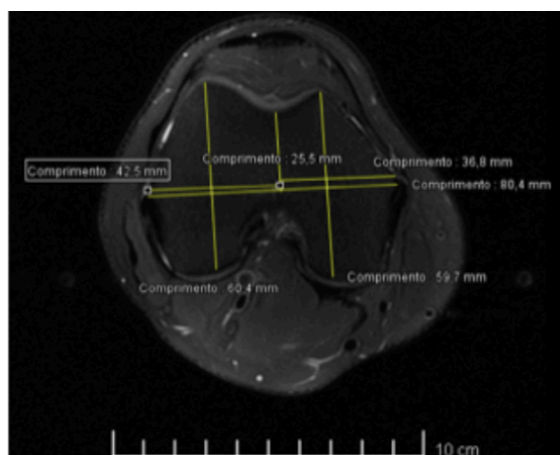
Medidas do côndilo e da linha transepicondilar em imagem de ressonância magnética do joelho pré-operatório.
